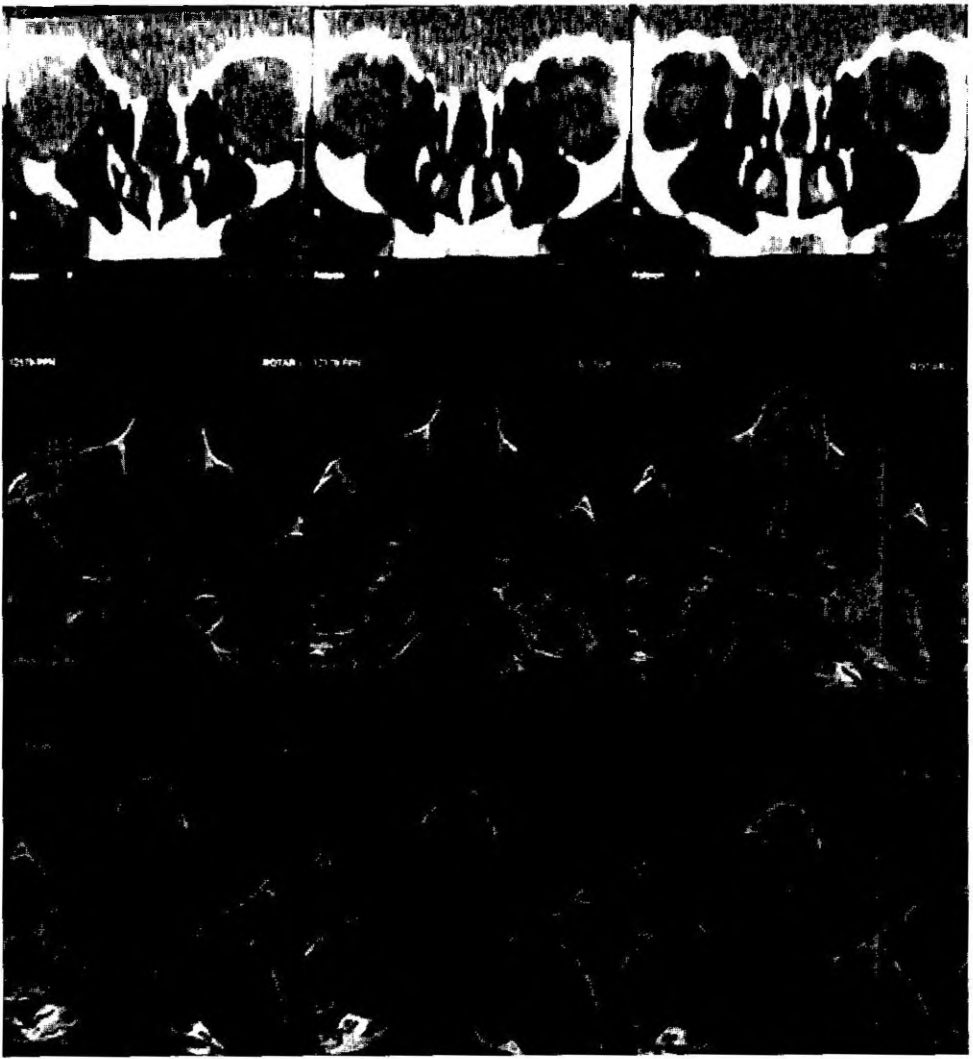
Комп'ютерна томограма пацієнта Р., 15 років, з атипичним викривленням перегородки носа за рахунок вродженої лобно-назальної черепно-мозкової грижі та гамартоми
